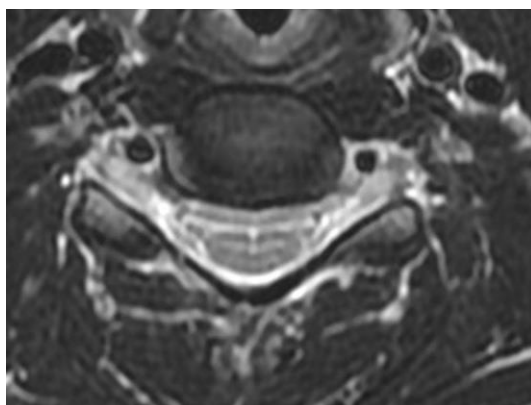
МРТ. Т2 -аксіальний вигляд міжхребцевого диска С6–С7
